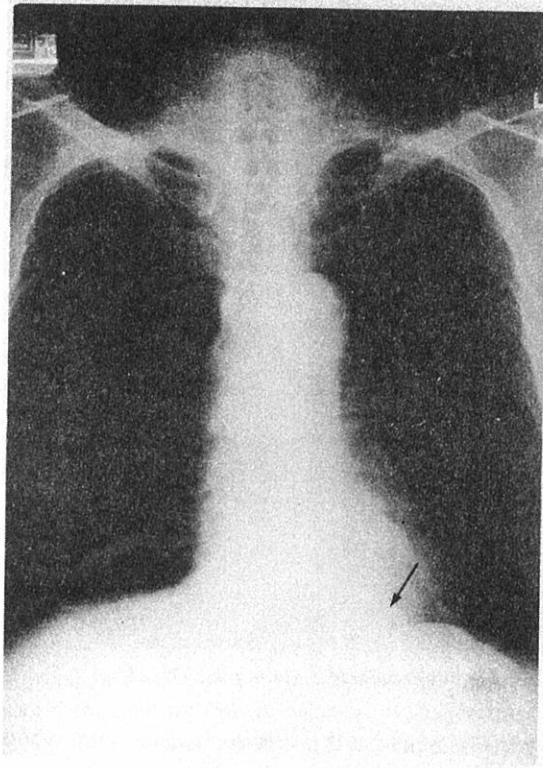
Posteroanterior chest radiograph of 1983 shows marked widening of the left paraspinal musculature (arrow).
